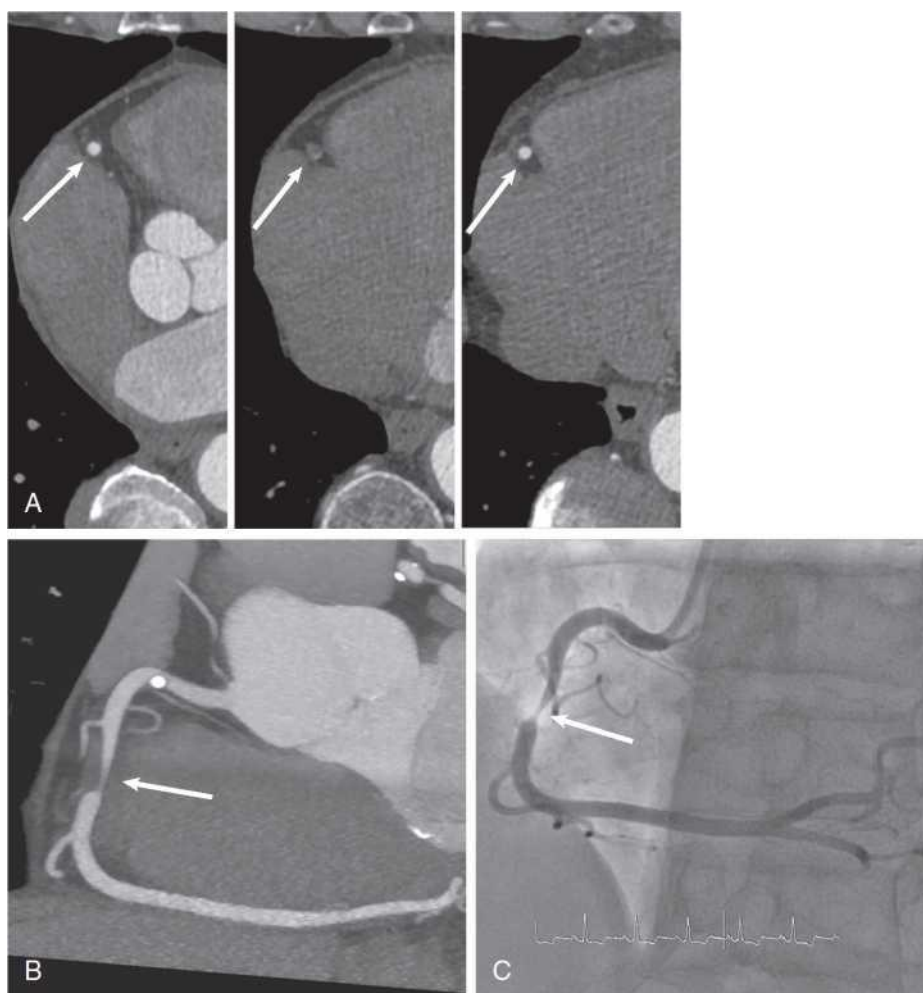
Stenosis in coronary CTA. Visualization of a stenosis of the right coronary artery in coronary CTA (A, B) and invasive angiography (C). (A) Cross-section of the right coronary artery (*arrow*) in three consecutive levels. A stenosis of the mid right coronary artery is present. (B) Maximum intensity projection (MIP) in a plane that corresponds to the spatial orientation of the right coronary artery. The stenosis is detectable in the mid segment (*arrow*). (C) Invasive coronary angiogram (*arrow* = stenosis). CTA, CT angiography.
